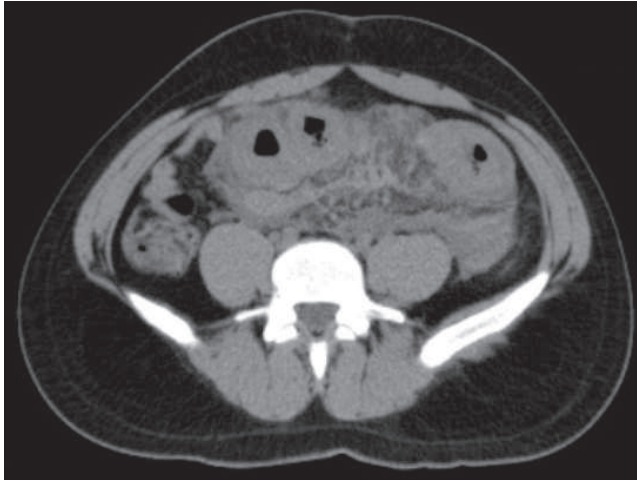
Tomografía axial simple obtenida en las primeras horas del ingreso del paciente. Se observa engrosamiento circunferencial de la pared del colon, con presencia del signo en "halo" o "diana", característico de edema submucoso y compromiso vascular intestinal.
